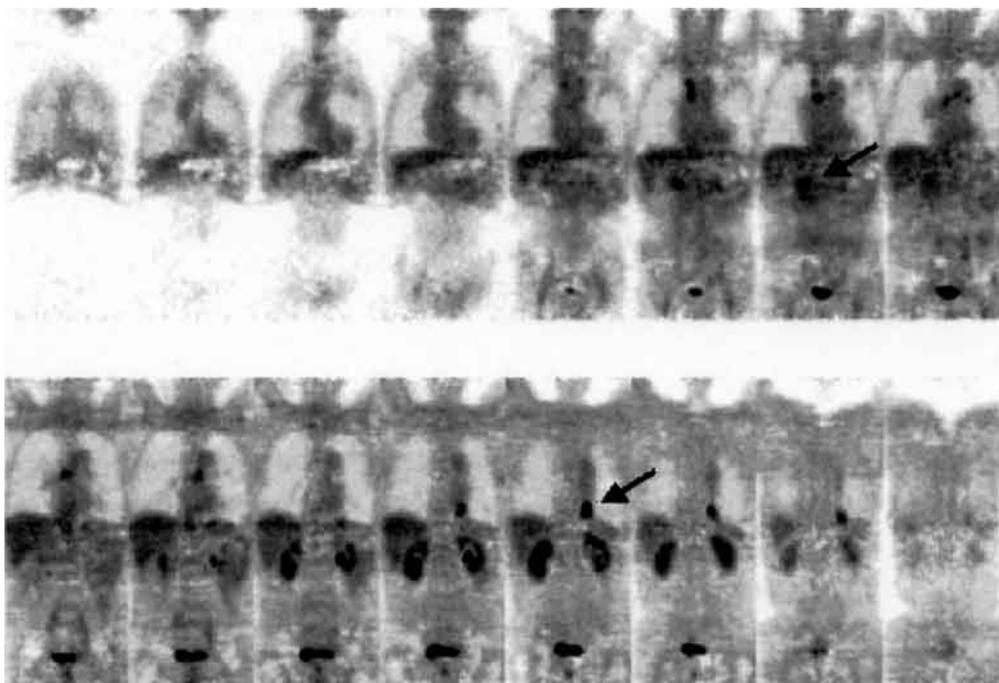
FDG-PETで診断した肺癌と膵癌の重複癌の症例(矢印)。PETではこのように全身の検索が一度の検査で可能であり、がんの転移の検索だけでなく、この例のように他部位のがんの検出も容易である。
